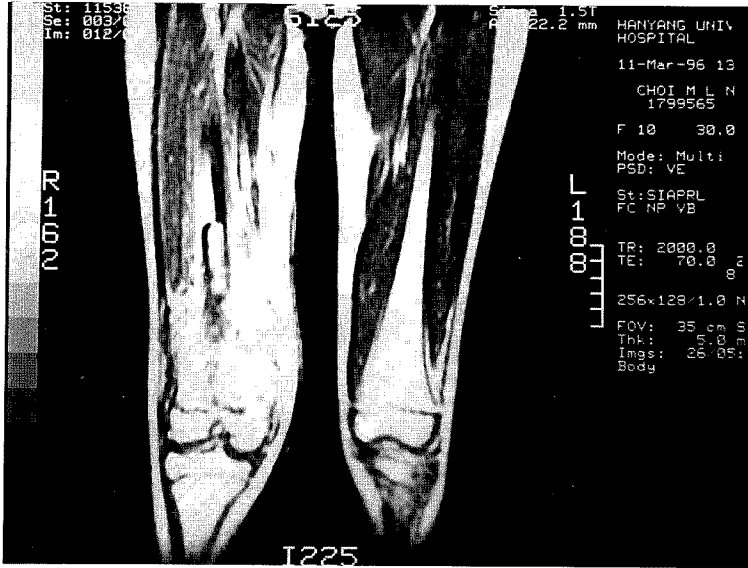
MRI after preoperative chemotherapy showed more tumor expansion than before.
